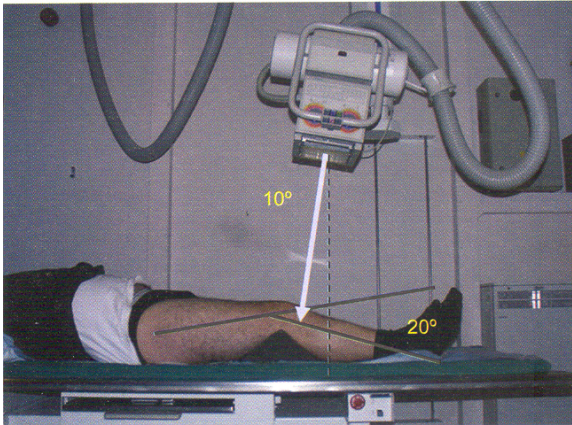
Varus/valgus stres radyografisi
